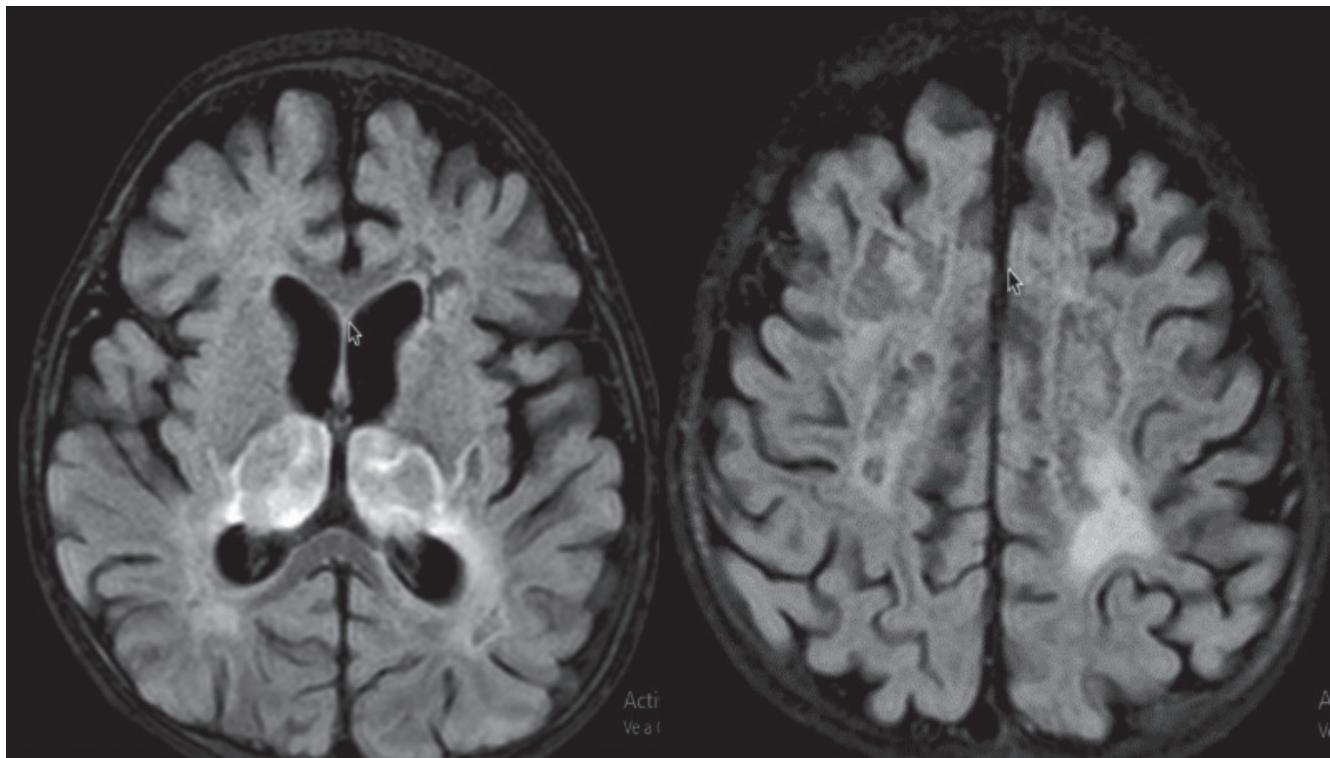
Secuencia de resonancia magnética de cerebro FLAIR. Muestra hiperintensidad en ambos tálamos y captación en sustancia blanca.
